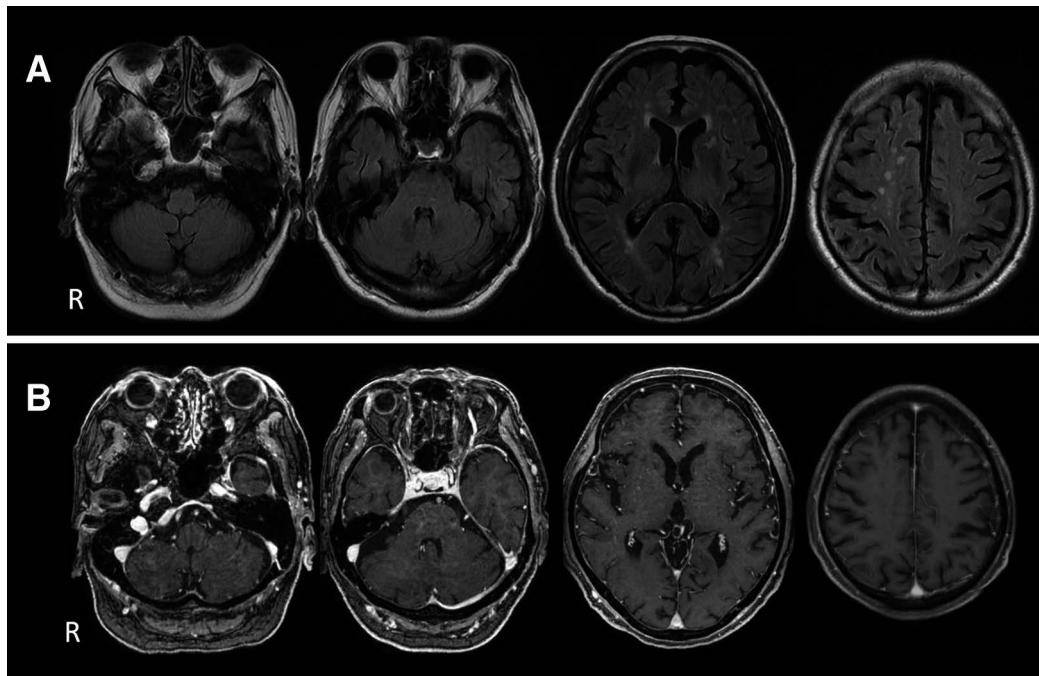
Brain MRI axial FLAIR images (3 T; TR 11,000 ms, TE 143 ms) (A) and sagittal T₁-weighted images (3 T; TR 8,896 ms, TE 3.4 ms) (B) showed no brain stem or cerebellar atrophy.
